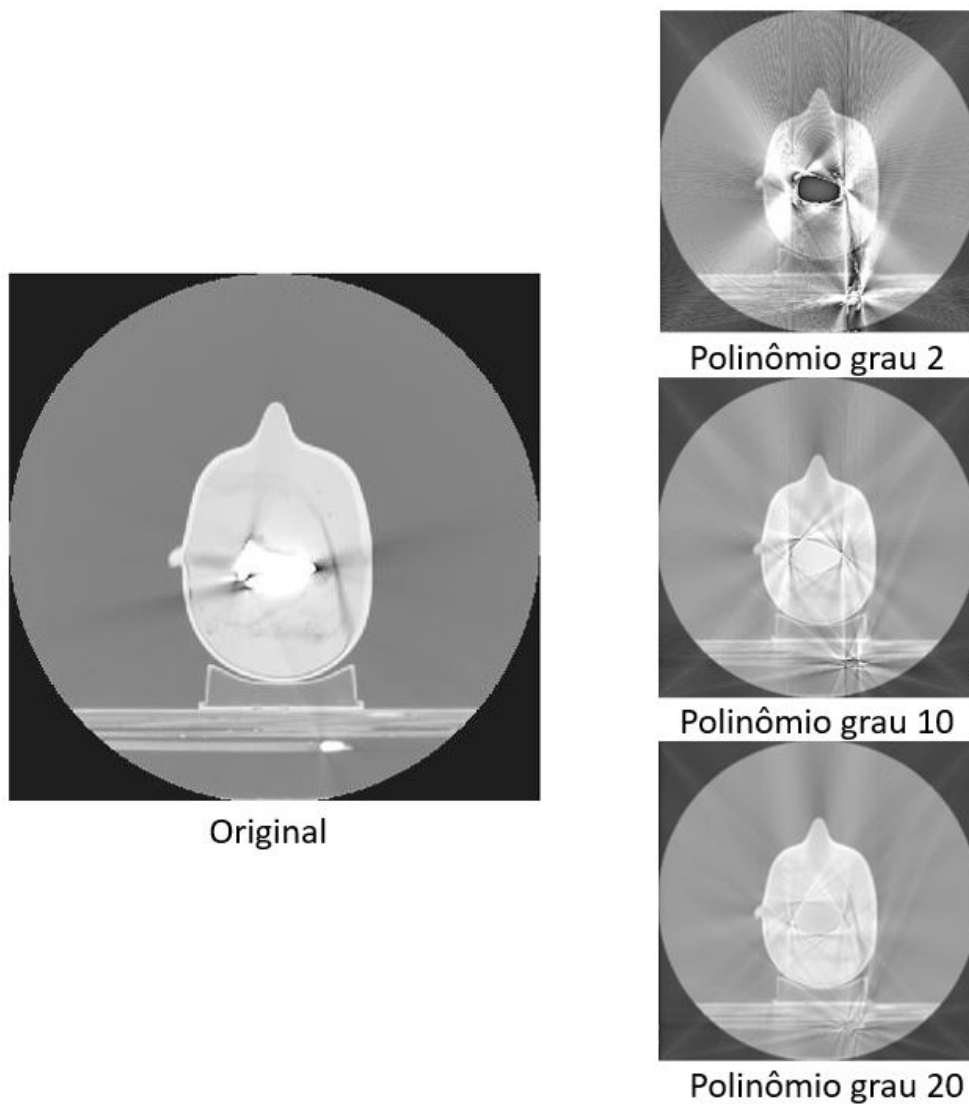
Imagens de CT do fantoma heterogêneo. Imagem original e reconstruídas por interpolação de diferentes graus de polinômios
